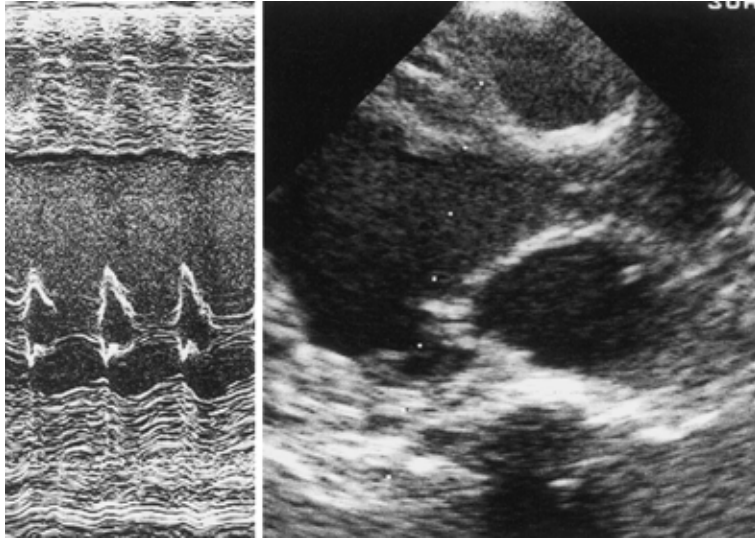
入院時心エコー所見（左室長軸像および M モード）
